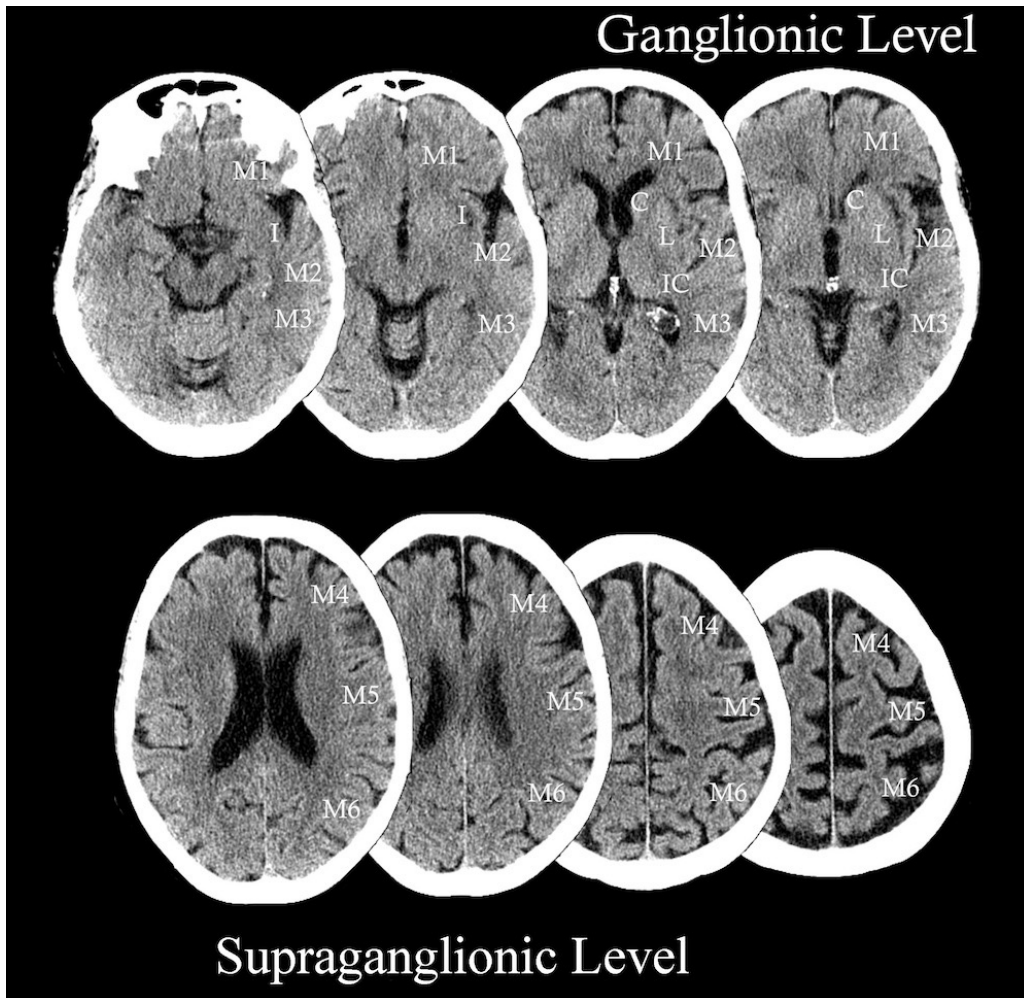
Originalübersicht zur Einteilung der ASPECTS-Areale der University of Calgary. Der Abdruck erfolgt mit freundlicher Genehmigung von Dr. Mayank Goyal, University of Calgary, Alberta, Kanada
